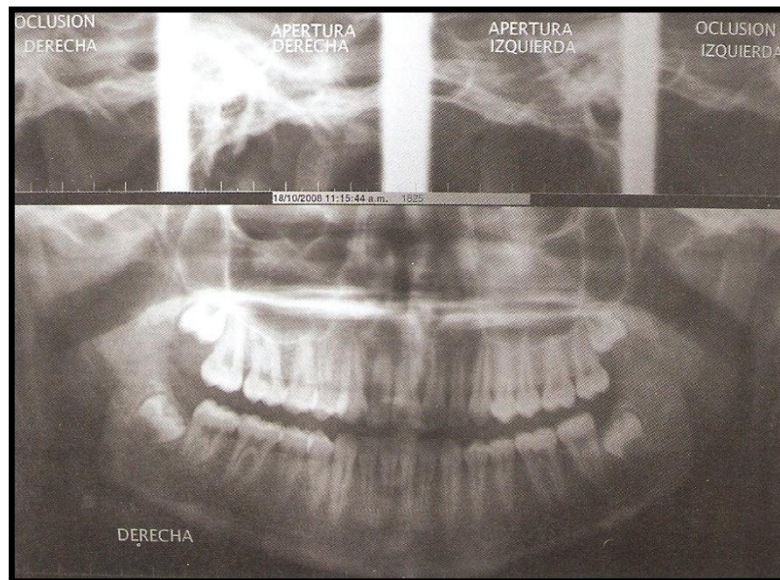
Ortopantomografía combinada con laminografía⁵³
